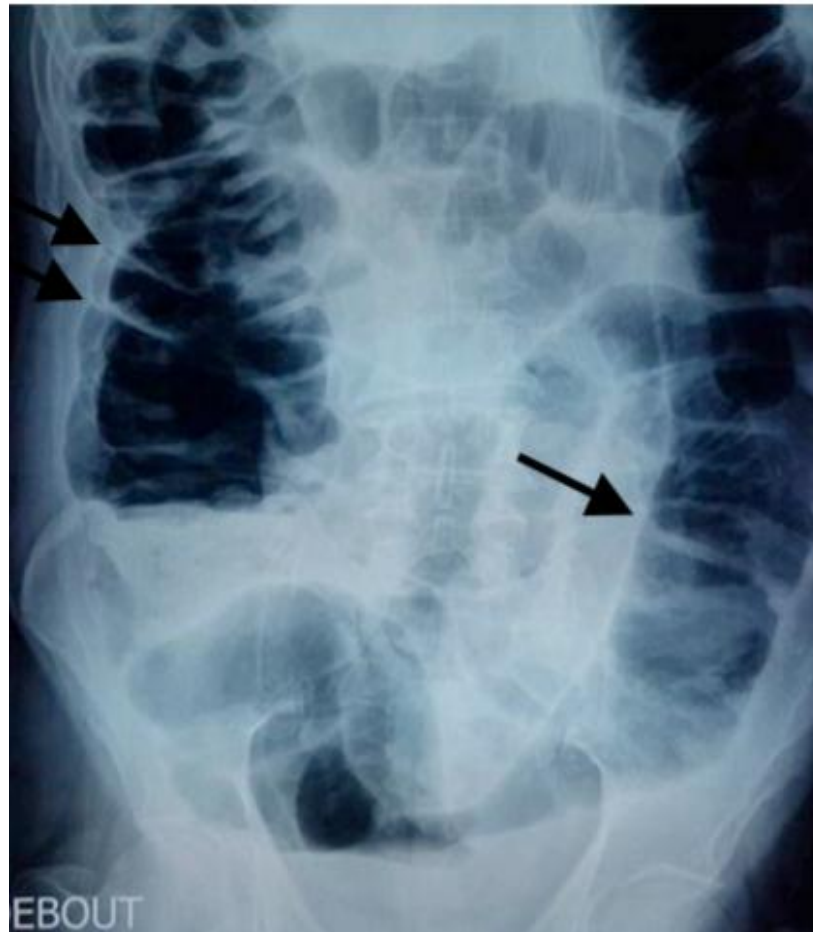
Radiographie d'abdomen sans préparation montrant des haustrations coliques.
